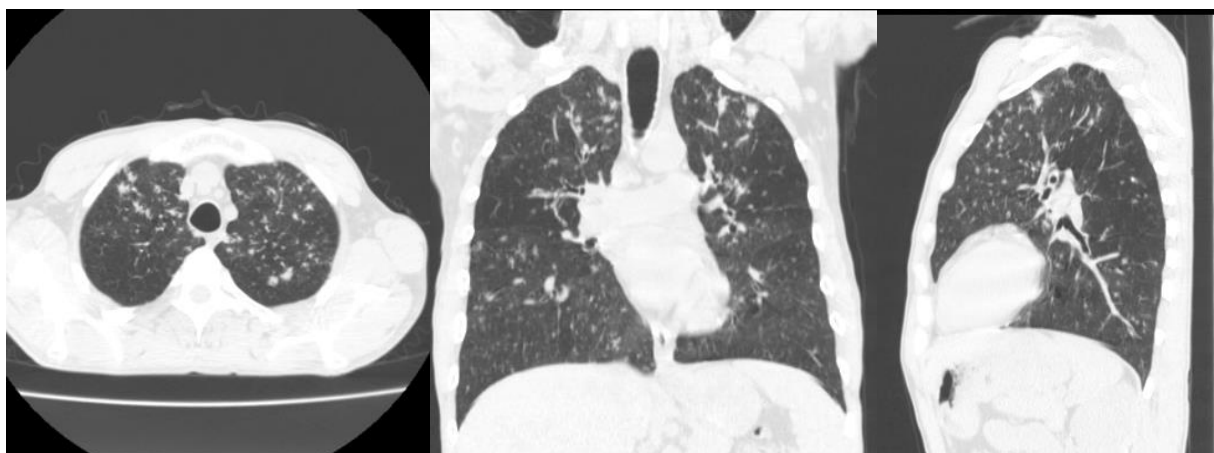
КТ органов грудной клетки
